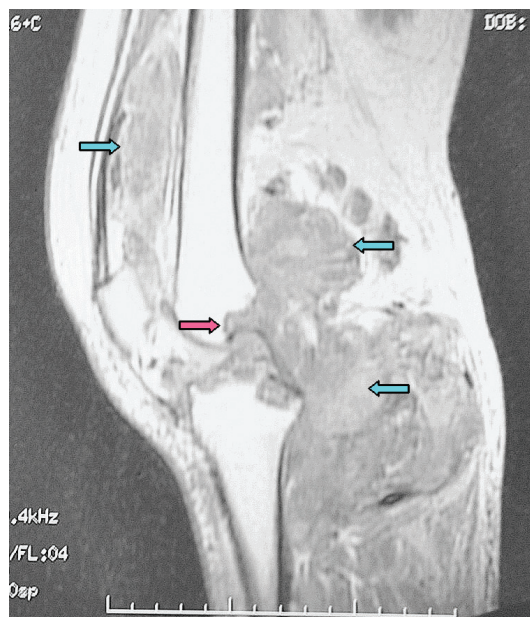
Местно-агрессивный рост в виде узлов-пролифератов (синие стрелки) в мягких тканях коленного сустава и участки остеодеструкции в суставных концах (красная стрелка) при СГКОДТ. МРТ очага поражения коленного сустава больной *Л.*, 65 лет
